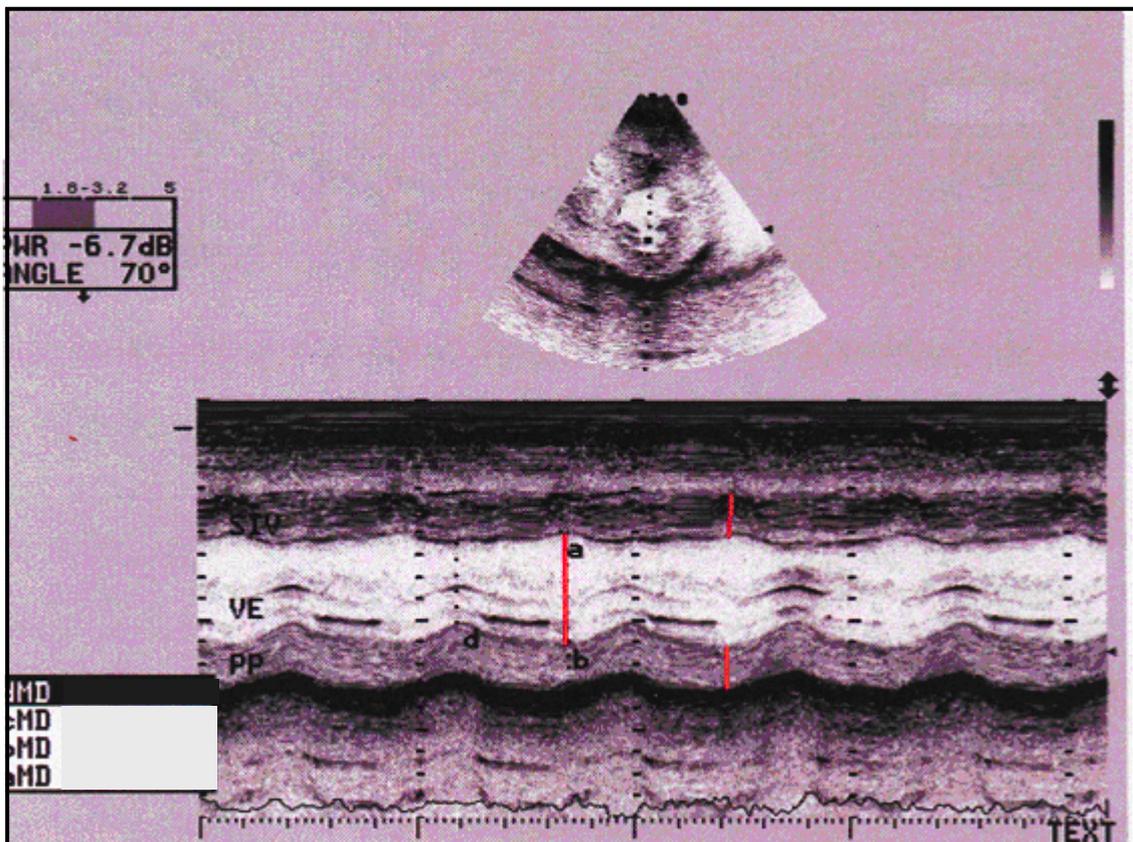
Ecocardiograma modo-M do paciente PPS, 54 anos, sexo masculino. São mostradas as três variáveis utilizadas para cálculo da massa do VE, segundo a fórmula de Devereux.
